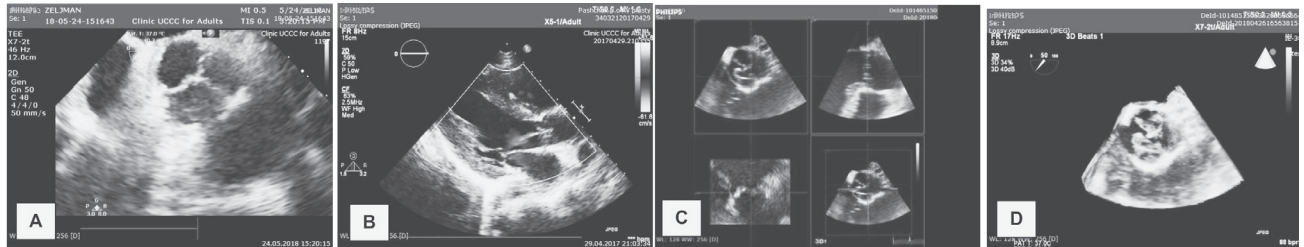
Intraoperative 2D TEE showed a good coaptation of neo-aortic valve (A) Short axis view; (B) Color Doppler flow imaging, parasternal long axis view; (C, D) 3D Echo demonstrated a good performance of valve function
